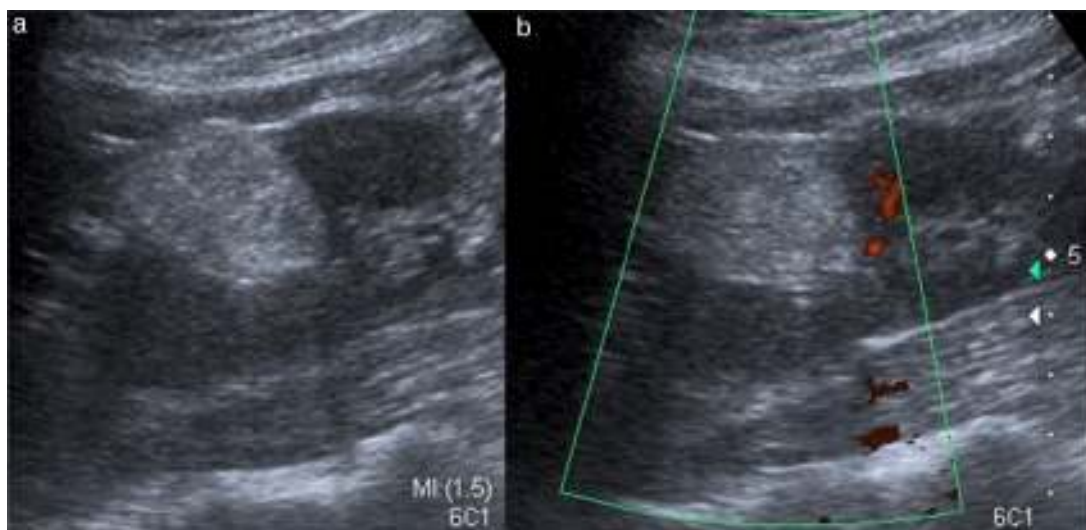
US renal. a) Imagen que demuestra la presencia de una masa renal predominantemente ecogénica con sombra acústica posterior. b) La misma lesión a la valoración con Doppler poder, que demuestra ausencia de flujo intratumoral; características de un AMLC.
